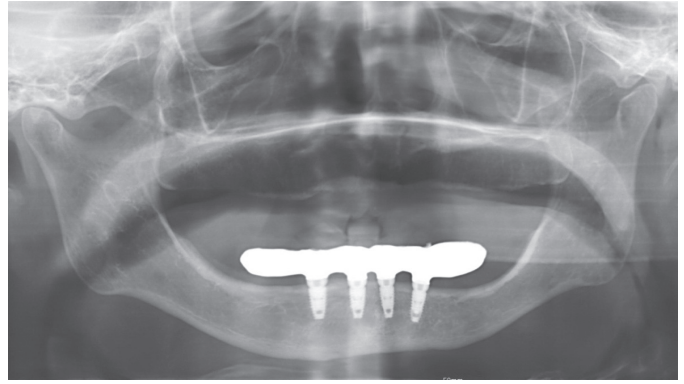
Panoramic radiograph of definitive prosthesis.
